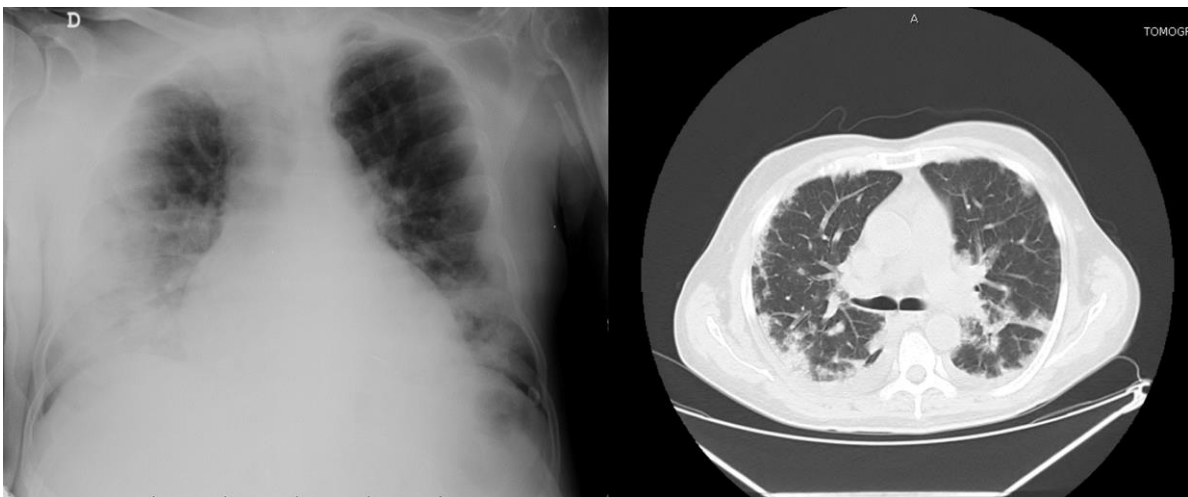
Tomografía de tórax de caso 5
